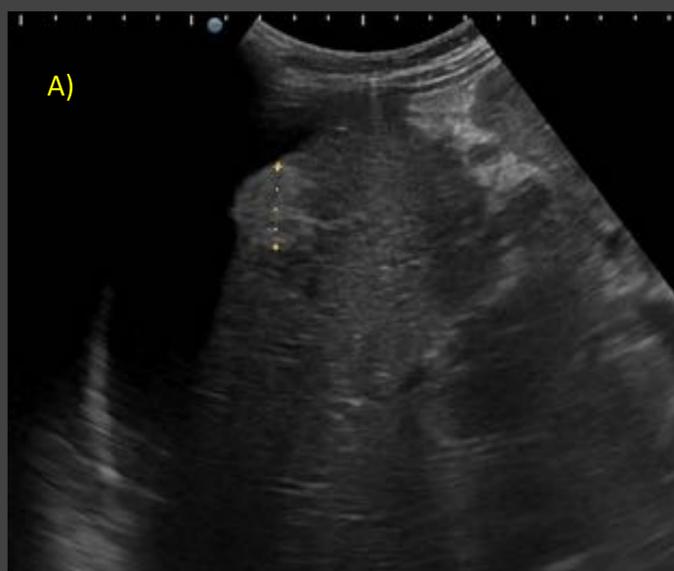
Hepatocarcinoma. Cirrótico 58 años con lesión hiperecogénica en LHD en ecografía basal A) que tras la administración de cte B) muestra realce intenso en fase arterial y lavado lento y progresivo en fases portal y tardía.
